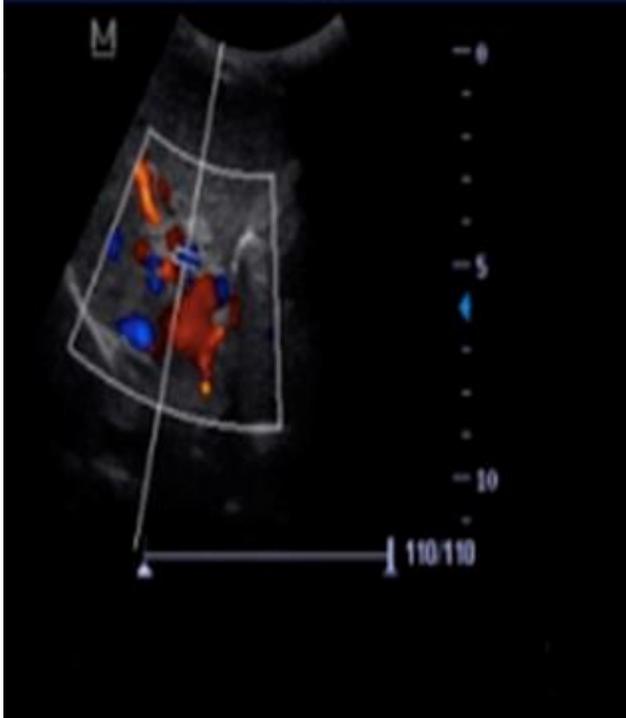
Image échographique montrant le lacis veineux portal avec flux sanguin doppler
